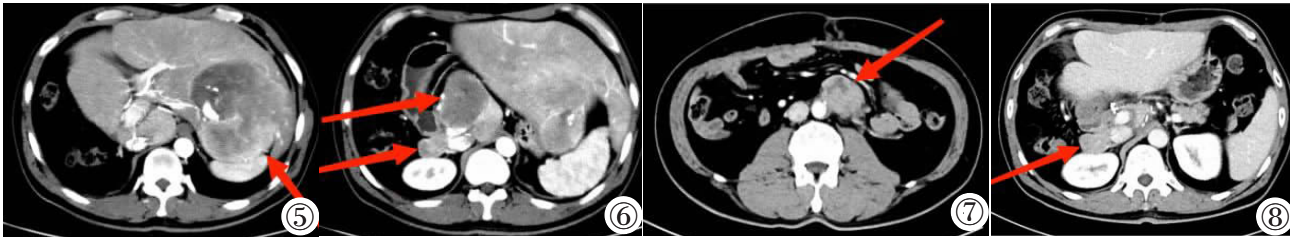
CT 增强示肝左外叶见大片状低密度影,边缘欠清,增强后动脉期明显不均匀强化。图 6 CT 增强示尾状叶及腹膜后新增肿块及结节。图 7 CT 增强显示腹主动脉左侧新发病灶。图 8 CT 增强显示右侧肾上腺区新发病灶。
